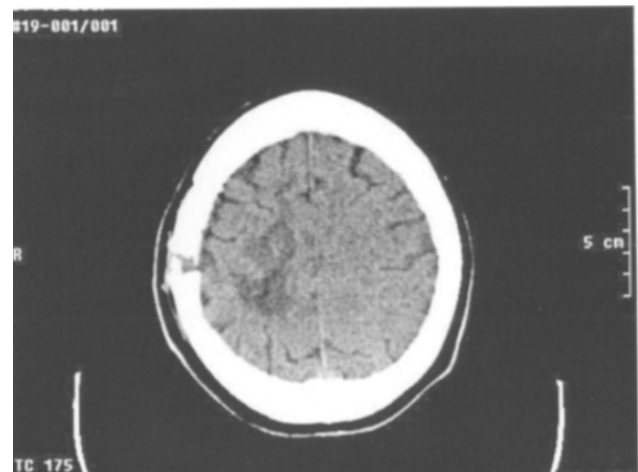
Tomografía de cráneo.
